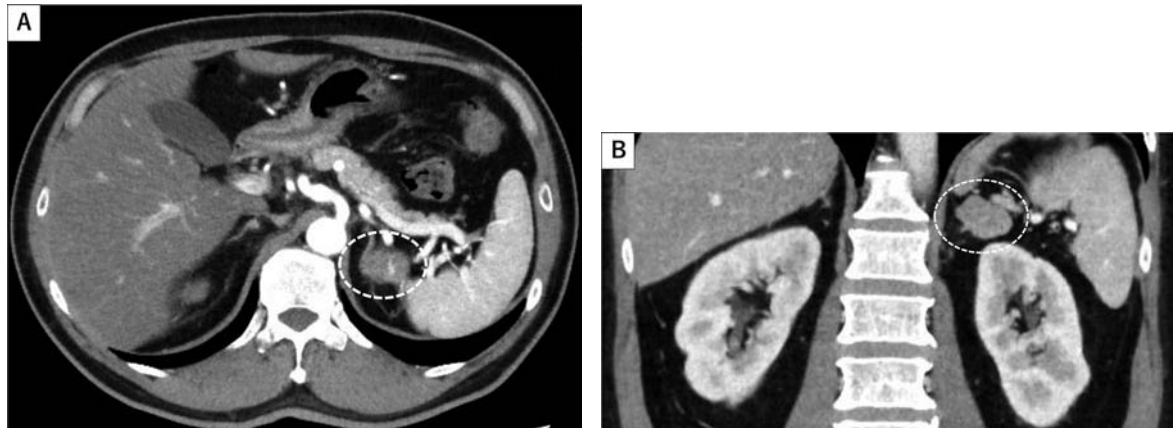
Contrast-enhanced CT transverse section of the abdomen with circle showing a heterogeneous left adrenal mass (A). Contrast-enhanced CT coronal view of the abdomen with circle showing a heterogeneous left adrenal mass (B).
